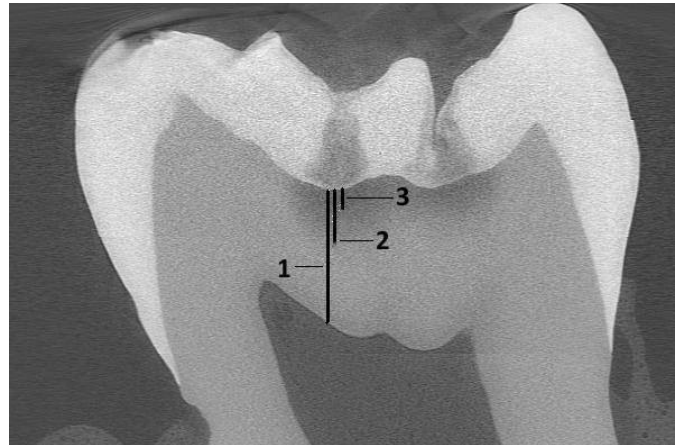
μ CT-Schnitt mit eingezeichneten Messstrecken einer Schmelzläsion:
